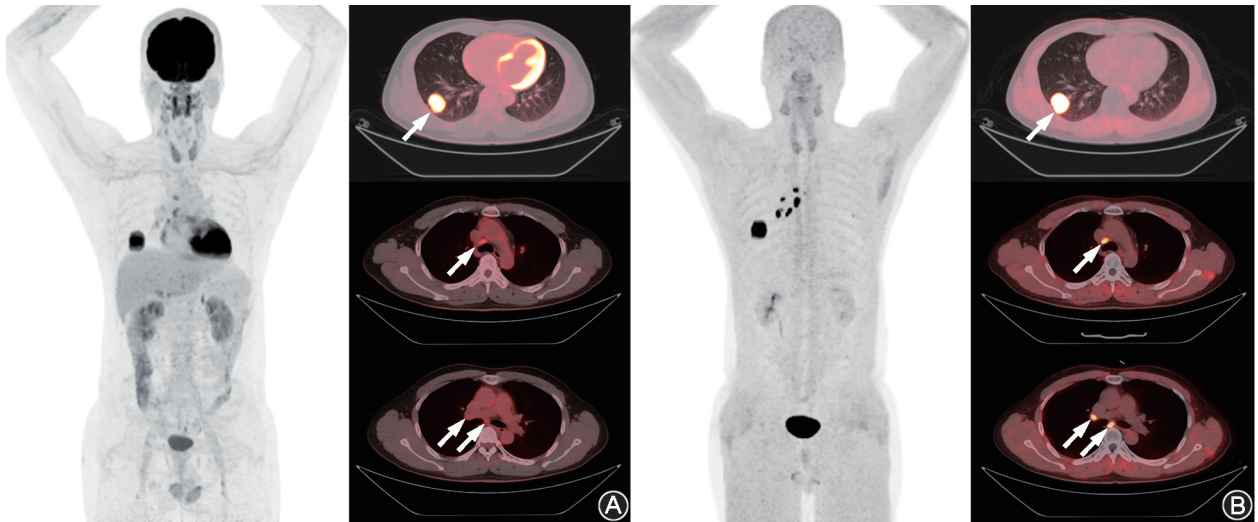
右肺下叶浸润性腺癌伴淋巴结转移患者(男,41 岁)<sup>18</sup>F-FDG (A; 箭头示病灶)与<sup>64</sup>Cu-成纤维细胞激活蛋白抑制剂(FAPI)-XT117 (B; 箭头示病灶)PET/CT 显像图 与<sup>18</sup>F-FDG PET/CT 相比,<sup>64</sup>Cu-FAPI-XT117 PET/CT 准确显示了原发灶(SUV<sub>max</sub>:9.9 和 17.2)和淋巴结转移灶(SUV<sub>max</sub>:4.0 和 16.7)
